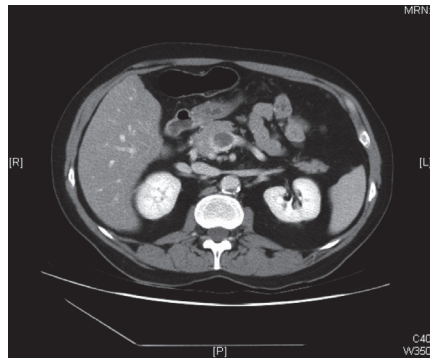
Imagen de TC de abdomen de septiembre 2015 con trombosis incidental de vena mesentérica superior (VMS) y masa tumoral englobándola en respuesta al tratamiento de quimioterapia (previa al inicio del tratamiento con HBPM).
